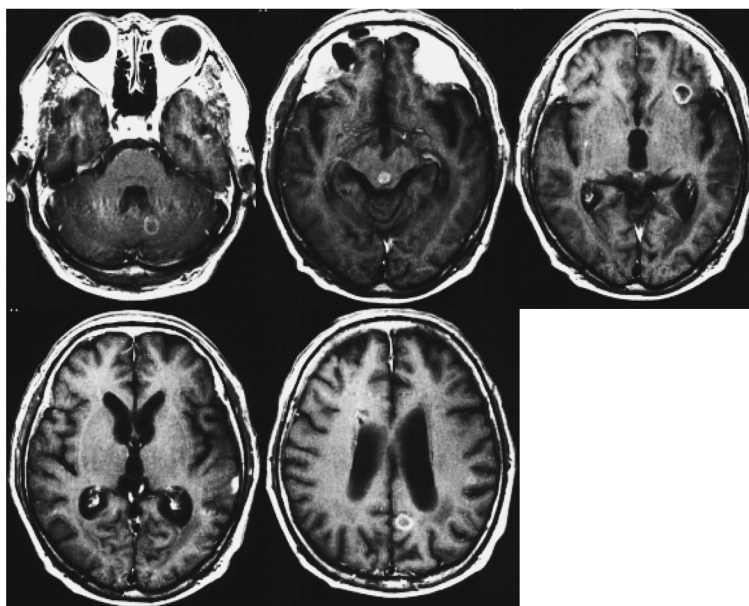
Gd-DTPA enhancing T1-weighted imaging showing enhanced small mass in aqueduct sylvius and multiple small ring enhanced mass lesions at left cerebellum and left frontal and occipital lobes with decreased size of lateral ventricles.
